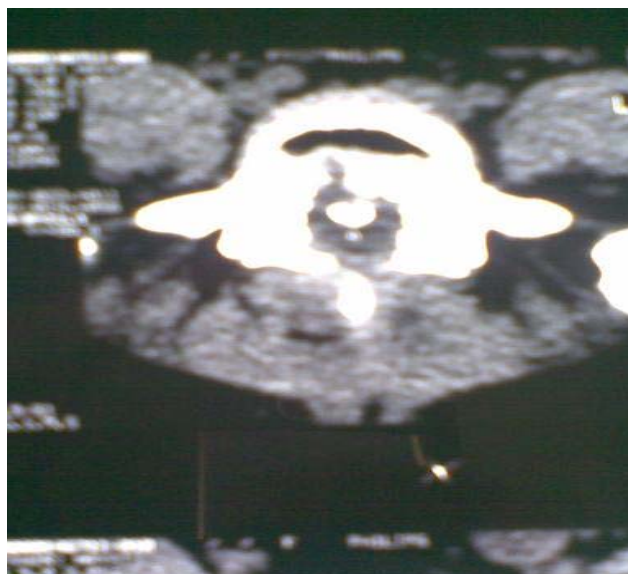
TDM lombosacrée en coupe axiale montrant une HD L5S1 médiane partiellement calcifiée.
